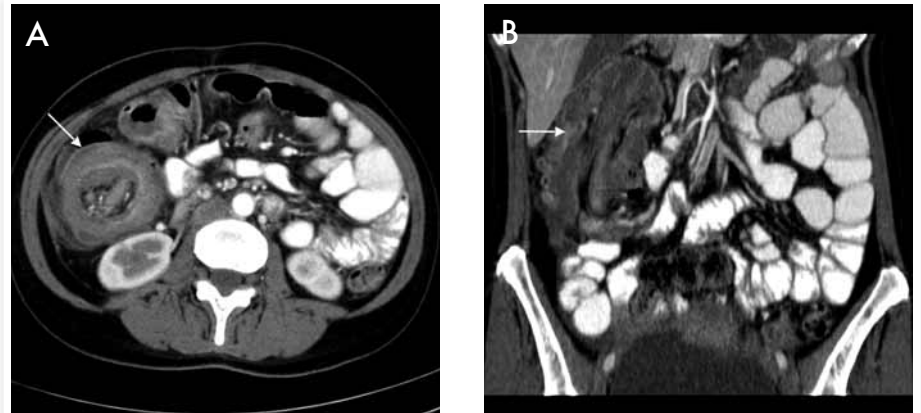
A) TC abdominal, corte axial. B) TC abdominal, corte coronal.
